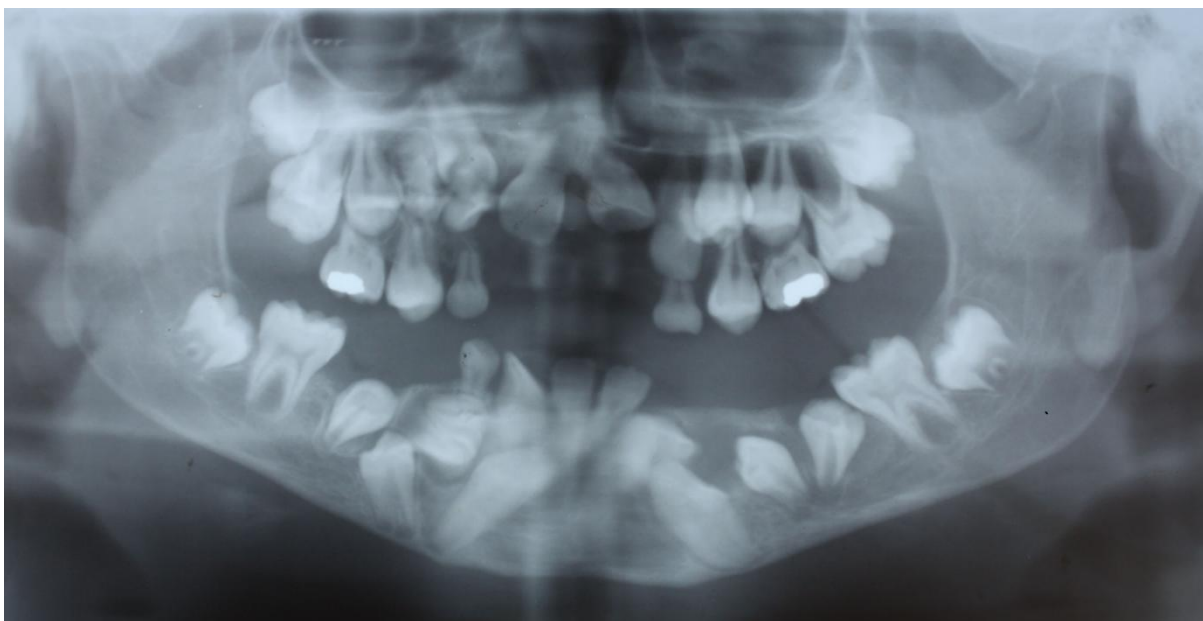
Radiografia Panorâmica de Pós Operatório de 2009.
